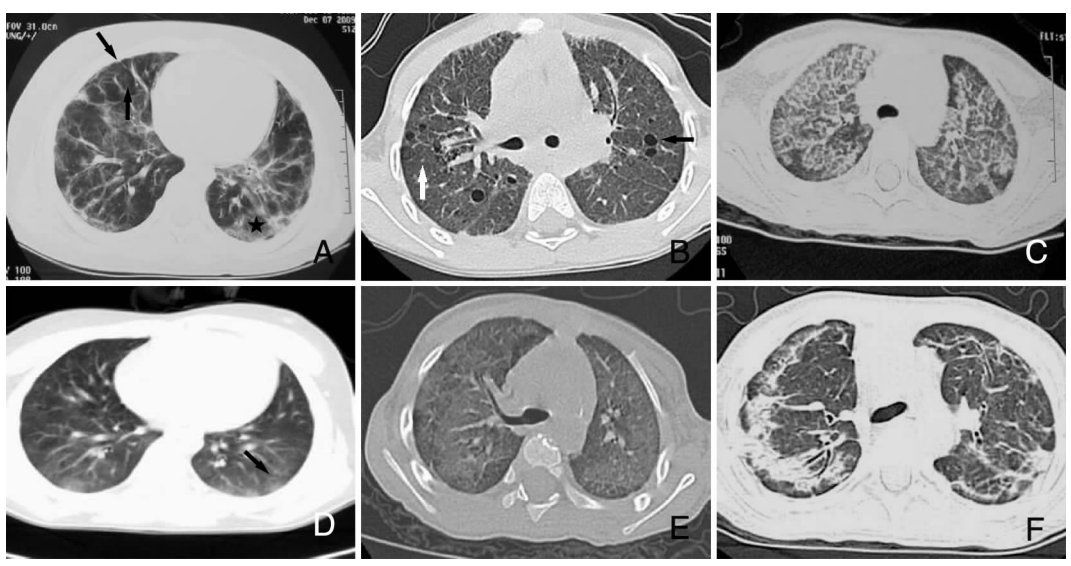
肺部 HRCT 扫描 A: NSIP 患儿,男,4 岁。双肺散在磨玻璃样阴影(星号)和网状阴影(箭头);B: LIP 患儿,男,6 岁。两肺弥漫性结节影(白色箭头)以及多发气腔囊变和牵拉性支气管扩张(黑色箭头);C: PAP 患儿,女,5 岁。两肺出现“铺路石”征,由网状阴影与磨玻璃样阴影重叠而成;D: EP 患儿,女,8 岁。胸膜下模糊结节影(箭头)以及片状磨玻璃样阴影;E: AIP 患儿,男,1 岁。双肺弥漫性磨玻璃样阴影,胸膜下区网状阴影和结节影;F: RB-ILD 患儿,男,6 岁。两肺外带实变;细支气管扩张、变形。
